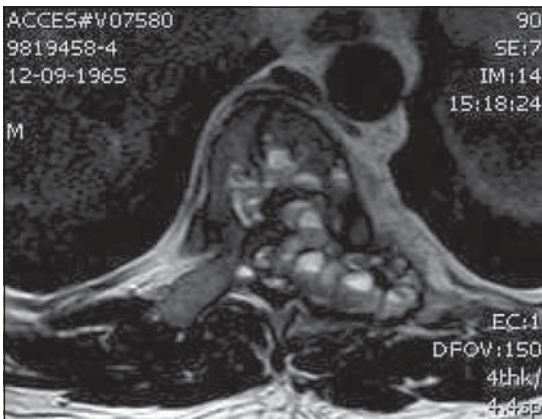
RM evidencia lesión invasiva cuerpo vertebral T9, con niveles líquido-líquido y compresión medular secundaria.
